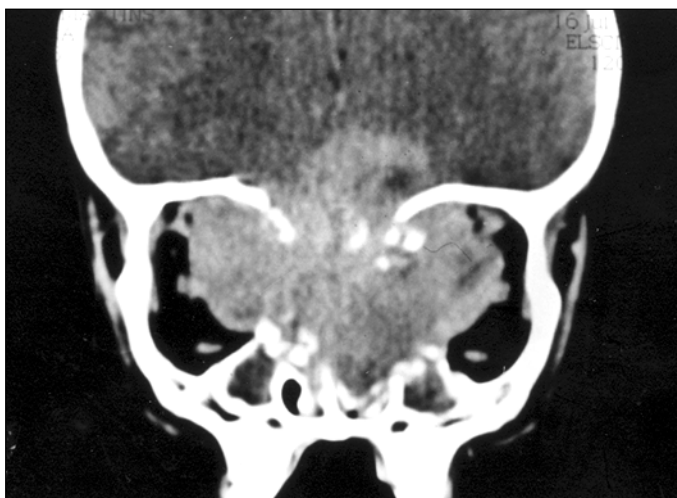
Tomografia computadorizada no plano coronal ao nível das órbitas, após a administração venosa do meio de contraste. Presença de grande formação expansiva heterogênea, com epicentro no seio etmoidal, invadindo as órbitas através das paredes mediais orbitárias. Há extensão tumoral para as fossas nasais e para a fossa craniana anterior. Proptose bilateral era evidente clinicamente. O diagnóstico histopatológico foi rabdmiossarcoma
